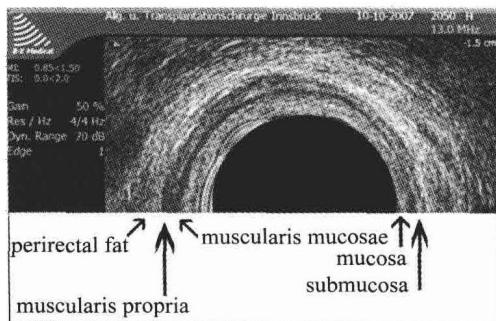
直肠腔内超声使用 5~10MHz 的探头,显示典型的强回声和低回声向心圆区域(黏膜内层为强回声圈,黏膜肌层内层为低回声圈,黏膜下中间为强回声圈,肌层外层为低回声圈,直肠周围组织外层为强回声圈)
